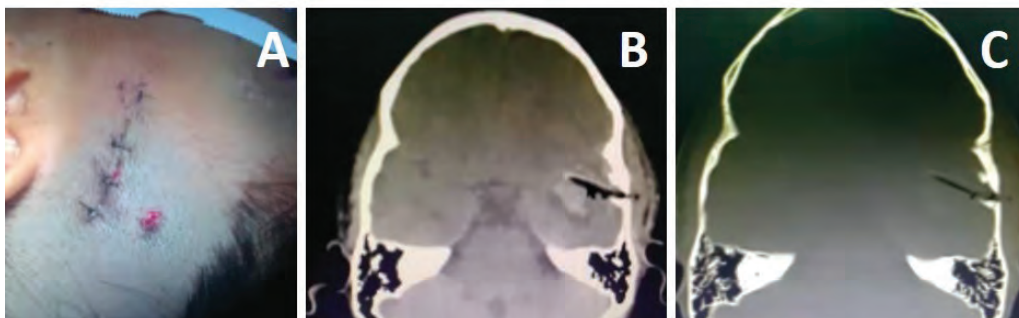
A. Left preauricular punctate penetrating lesion showing the penetration site of the wood fragment. B and C. Skull tomography showing a hypointense sign with perilesional edema in the left temporal lobe.
